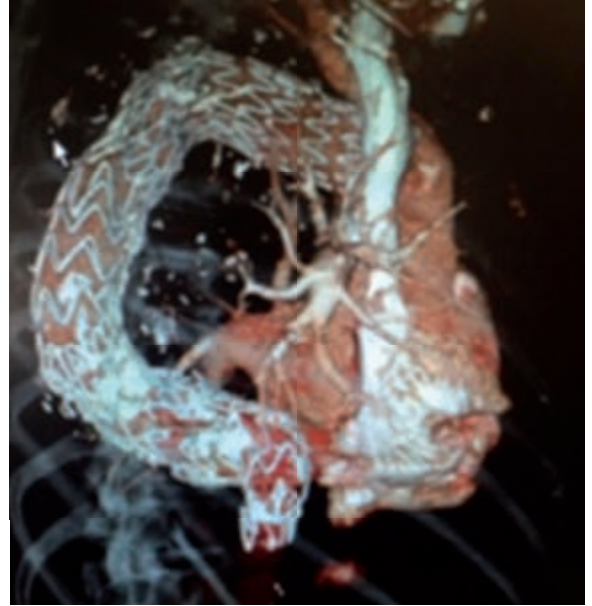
Tomografía multicorte a los cuatro meses de seguimiento
